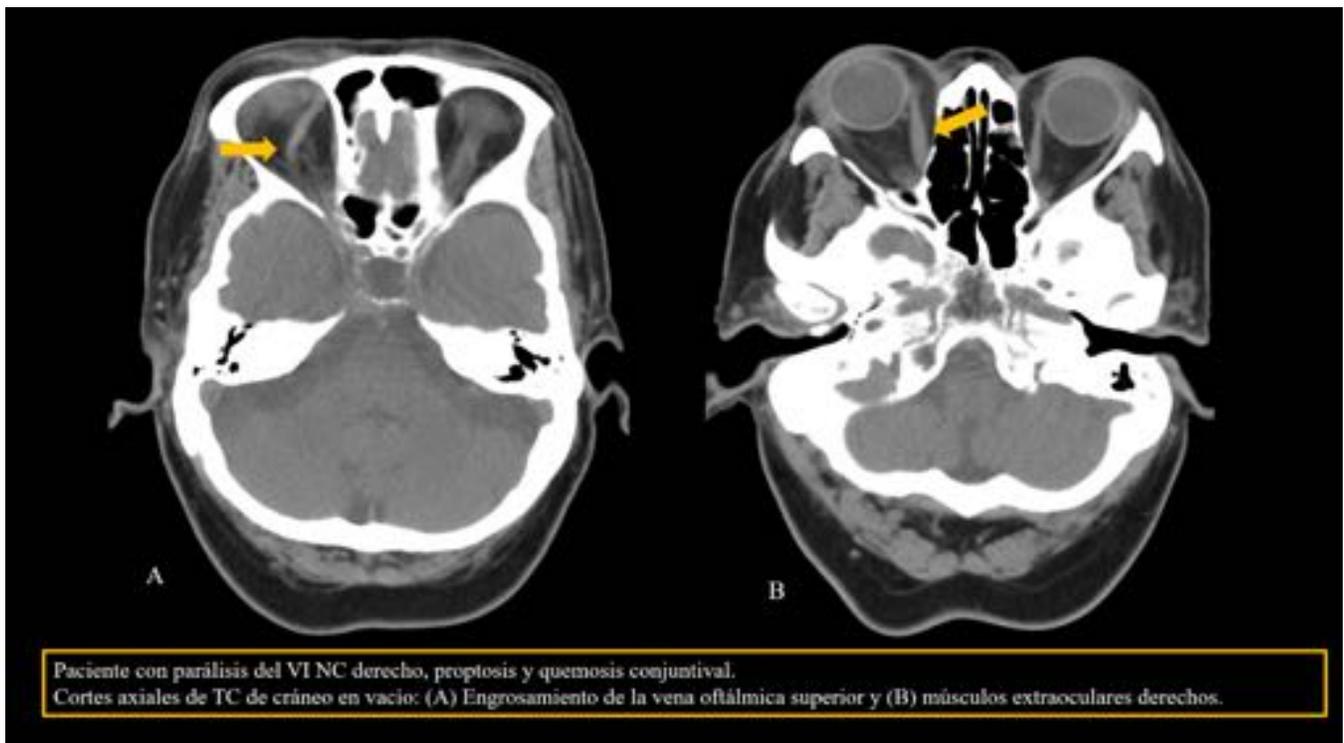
Hallazgos en TC de una FCC
